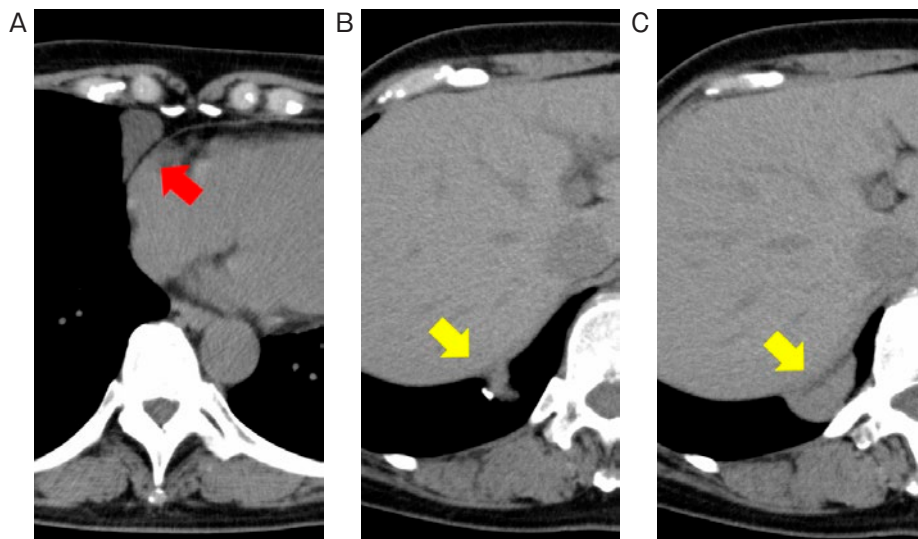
胸部単純CT. (A) 心膜嚢胞 (赤矢印). (B, C) 横隔膜上の腫瘍. 辺縁の一部に石灰化がみられる (黄矢印).
